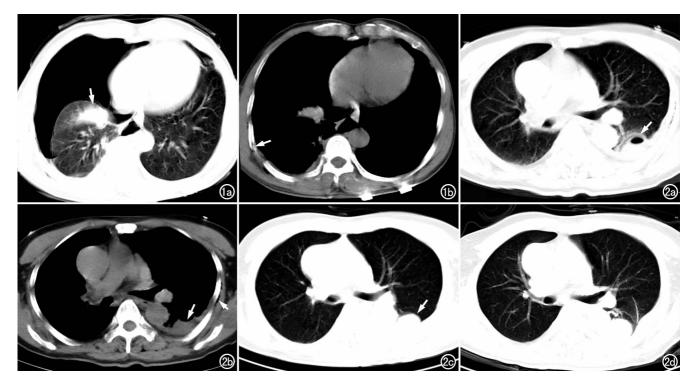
男,43岁,车祸伤 2 h。a) CT 肺窗图像示右肺中叶不规则囊肿(箭),同时合并湿肺、液气胸;b) 骨窗图像示右侧肋骨骨折(箭)。 图 2 女,35岁,高处坠落伤。a) 外伤后 0.5 h CT 肺窗图像示左肺下叶背段液-气囊肿(箭);b) 纵隔窗图像,示囊肿内血性成分与左侧胸腔积液(血)密度一致(长箭),左侧胸壁少量积气(短箭);c) 外伤后 2 h 复查 CT 示囊肿由液-气型转化为囊肿型(箭);d) 2 个半月后复查 CT,示囊肿大小变化不明显,灶周湿肺吸收后遗留纤维灶。
